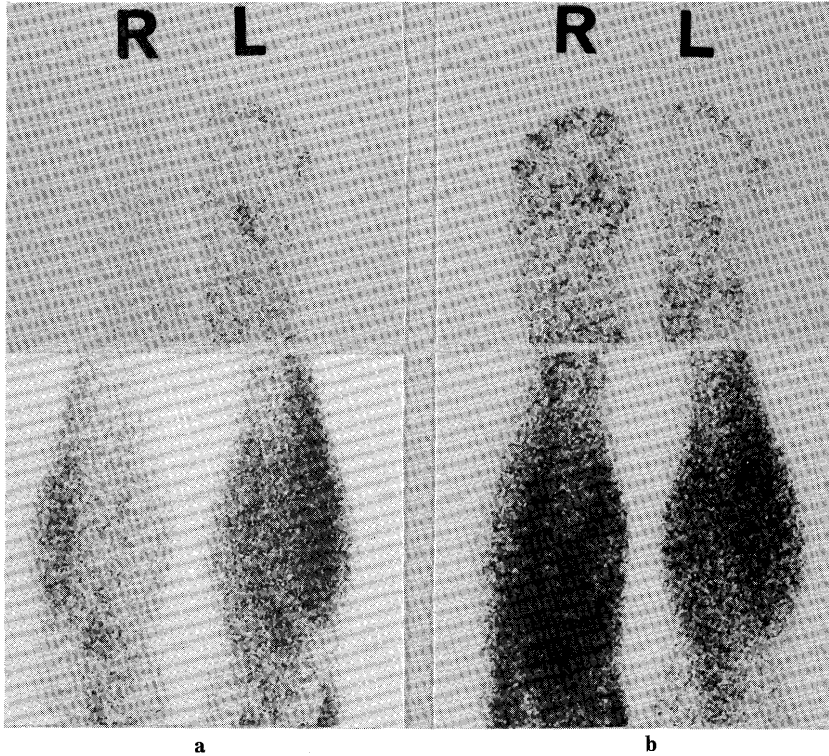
a : $^{201}\text{TlCl}$ leg perfusion scintigrams reveal a marked decrease in perfusion in the right foot (0.09%) and right calf (0.53%) as compared to the left side (lt foot : 0.16%, lt calf : 0.79%) at preoperative state. b : A relative hyperemia is noted in the right foot (0.38%) and right calf (1.22%) as compared to the left side (lt foot : 0.25%, lt calf : 0.88%) at postoperative state.
